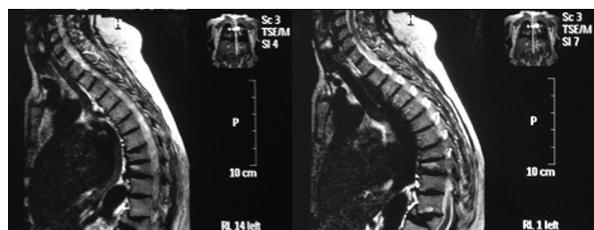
Resonancia nuclear magnética de columna lumbosacra con tres fracturas vertebrales (caso 3) en mastocitosis sistémica
